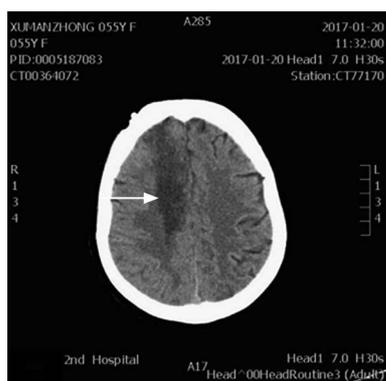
分水岭脑梗死CT图示(大脑中动脉及大脑前动脉交界区脑梗死)
